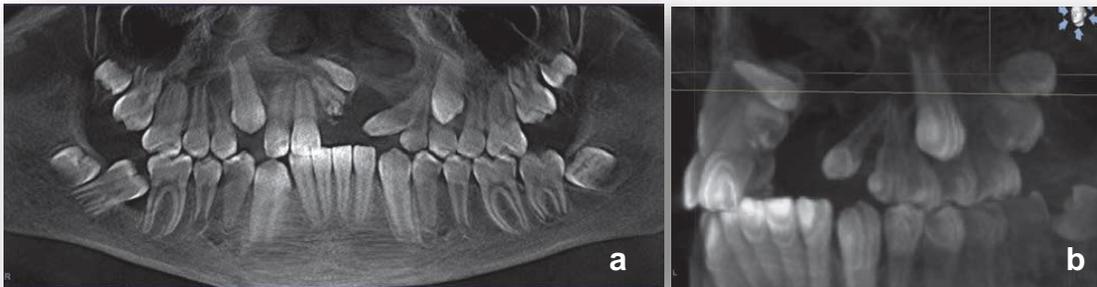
Tomografía Cone Beam mostrando las fracturas radiculares de varias piezas dentarias.
